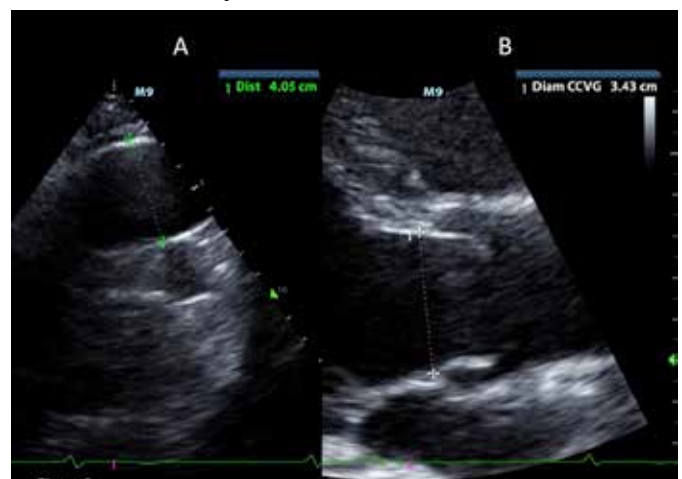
Même patient que Figure 1. A/ ETT, incidence parasternale droite : la portion distale de l'aorte ascendante est mesurée à 41 mm, contre 40 mm mesurés en parasternal gauche. B/ ETT, incidence parasternale gauche longitudinale, zoom sur l'anneau aortique (anneau basal virtuel) qui est dilaté (34 mm) chez ce patient porteur d'une bicuspidie.
